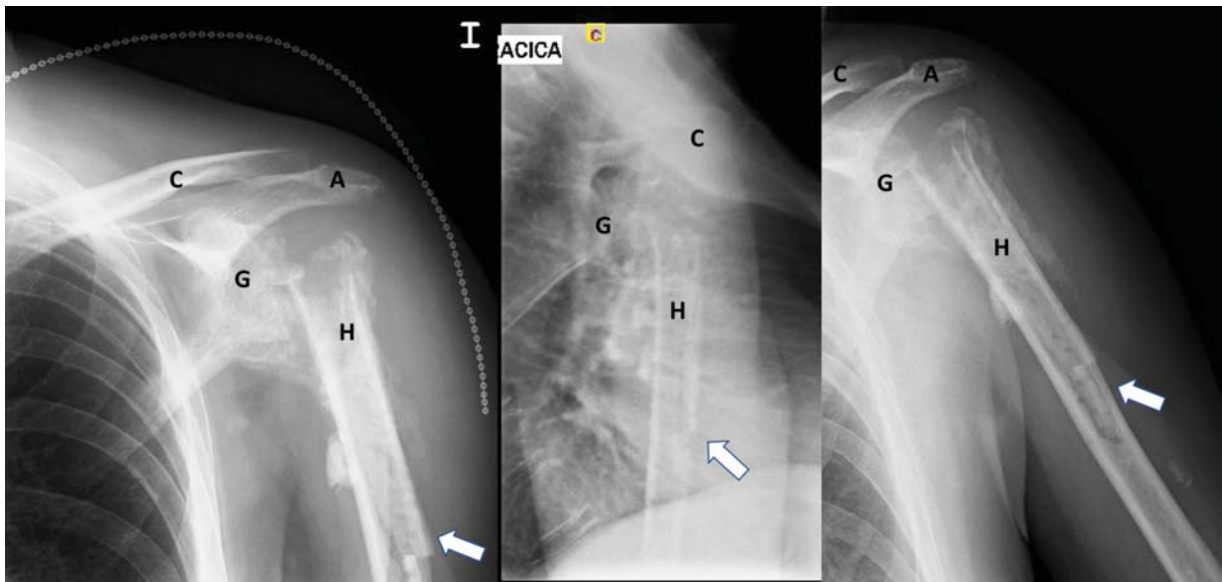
Radiografías AP, transtorácica y axial de hombro izquierdo tras ARH (8 meses postoperatorio). Se aprecian secuelas de la osteotomía en sarcófago realizada para la extracción del vástago cementado (flechas). H (cabeza humeral). G (Glenoides), C (Clavícula), A (Acromion).
